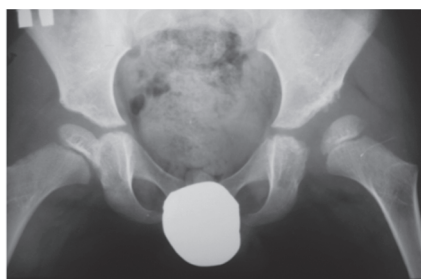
Оглядова рентгенограма таза дівчинки О. 5 років. Двостороння дисплазія КС, підвивих лівого стегна
